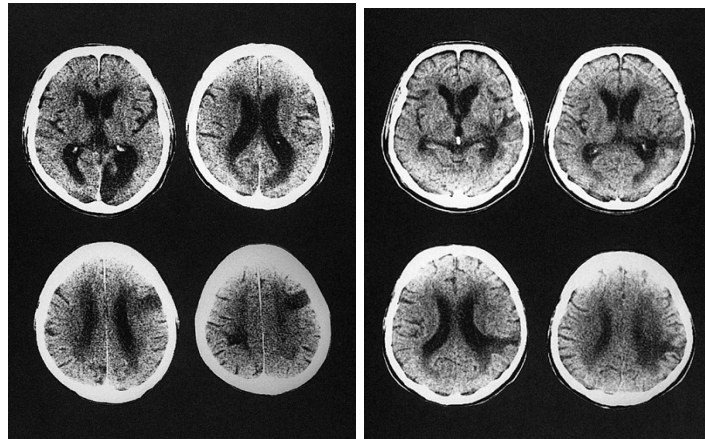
ブローカ失語患者の CT 画像 (左) とウィルニッケ失語患者の CT 画像 (右)。相馬, 田辺 (2003) より
